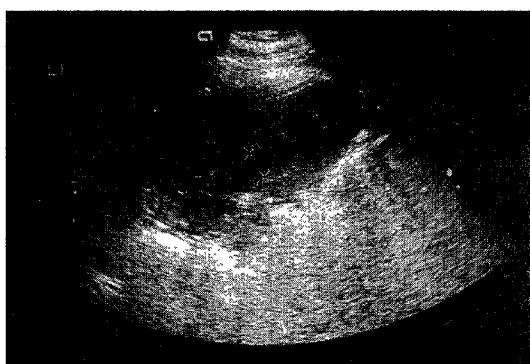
Ultrasonogram shows enlargement of left Kidney. Corticomedullary differentiation is very poor and parenchymal echogenicity is enlarged.
